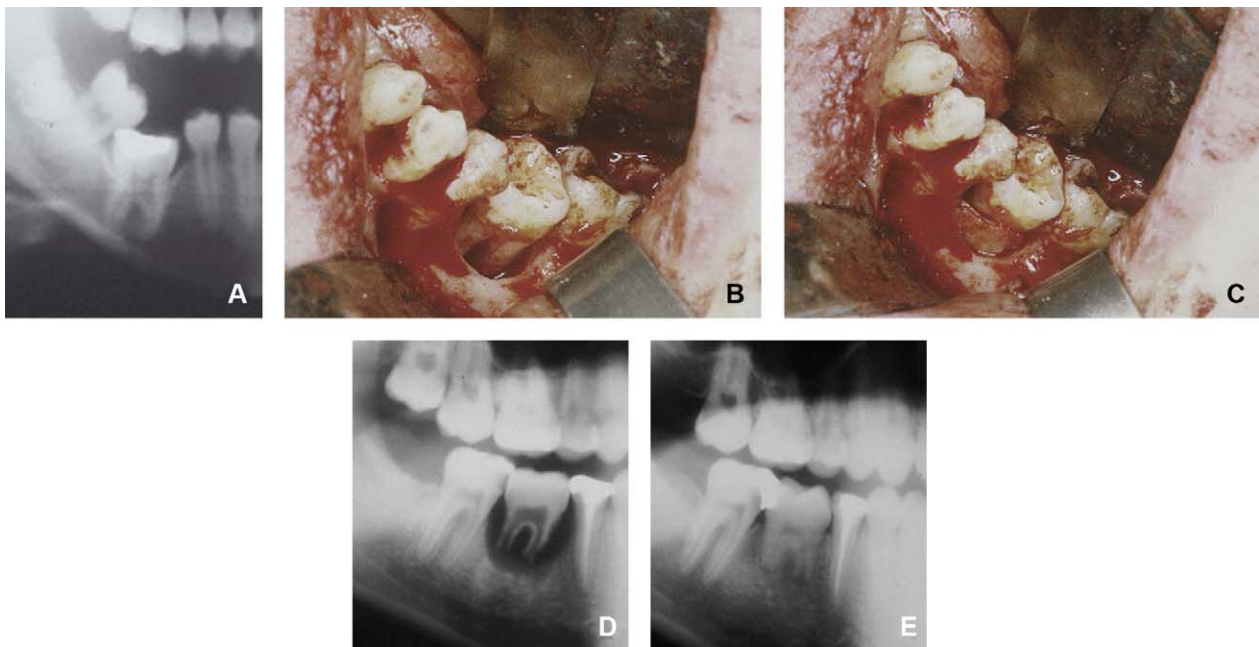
Radiographie d'une dent de six ans ankylosée montrant l'absence d'édification de l'os alvéolaire. A. Radiographie. B. Ascension chirurgicale d'une dent de six ans. C. Mise en place d'un greffon de voisinage qui permet de caler la dent de six ans dans la position souhaitée et de compenser l'absence d'os alvéolaire. D. Transplant d'un germe de 48 en situation de 46 après avulsion de cette molaire retenue et ankylosée. E. Réparation spontanée de la perte osseuse.
